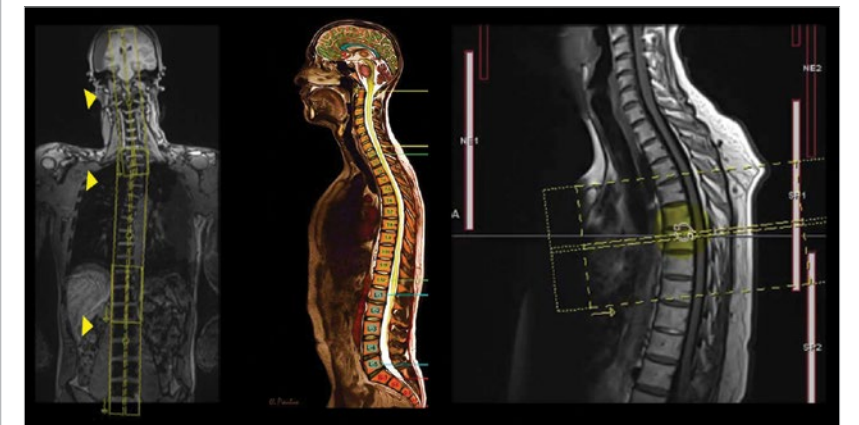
Positionnement des « boîtes », « labelisent » et détection de pathologies en IRM de la colonne.
